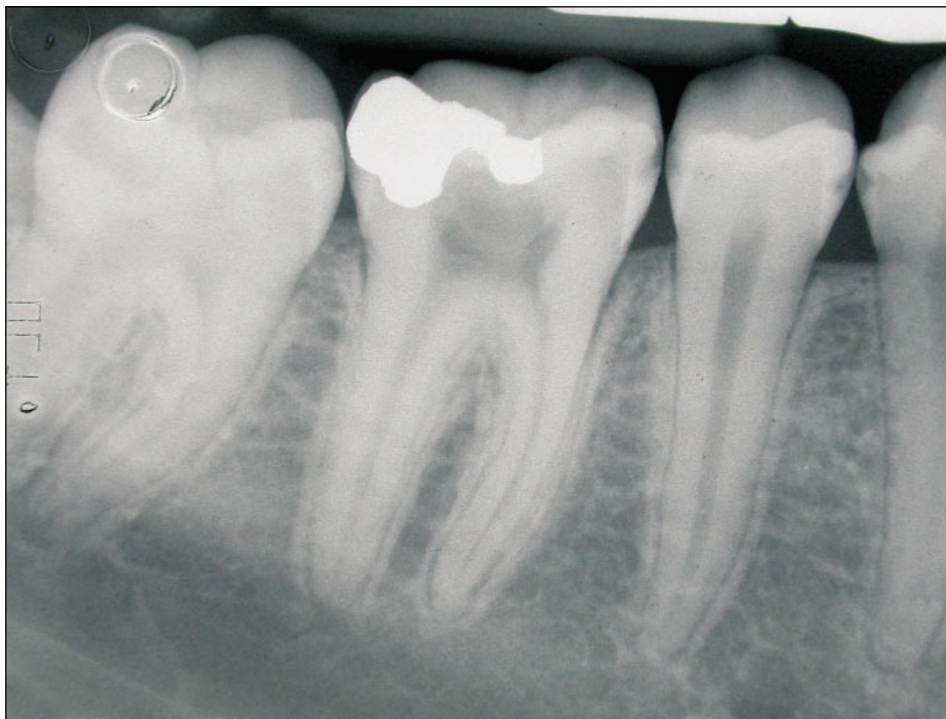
Radiografia preoperatoria.
